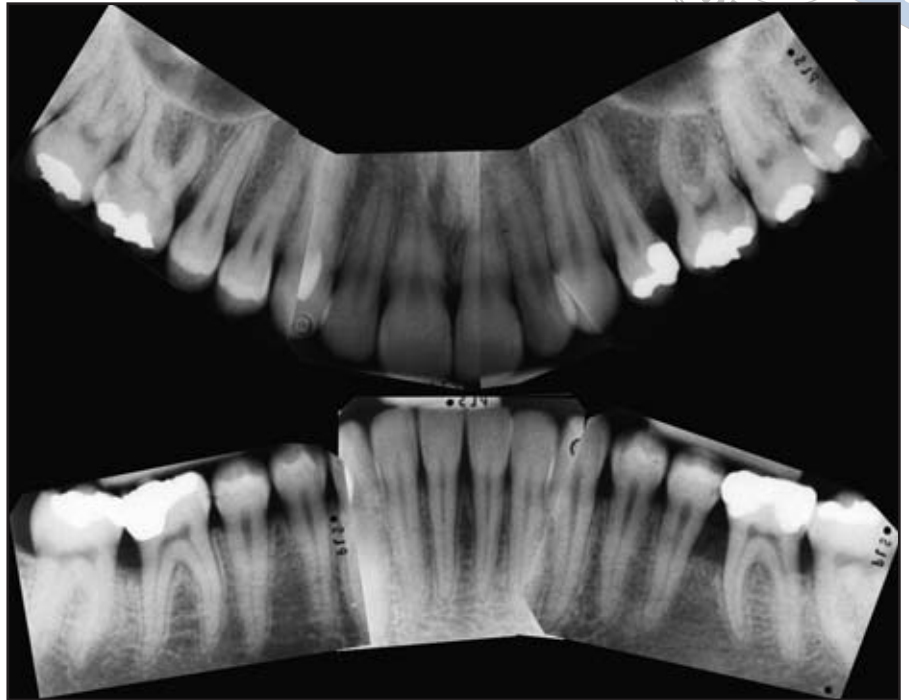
Röntgenstatus 1995. Die einzelnen vertikalen Knochendefekte am rechten ersten Molar, linken zweiten Prämolare und linken ersten Molar im Oberkiefer sowie am linken ersten Molar, linken zweiten Prämolare und rechten ersten und zweiten Molar im Unterkiefer sind zu erkennen.
